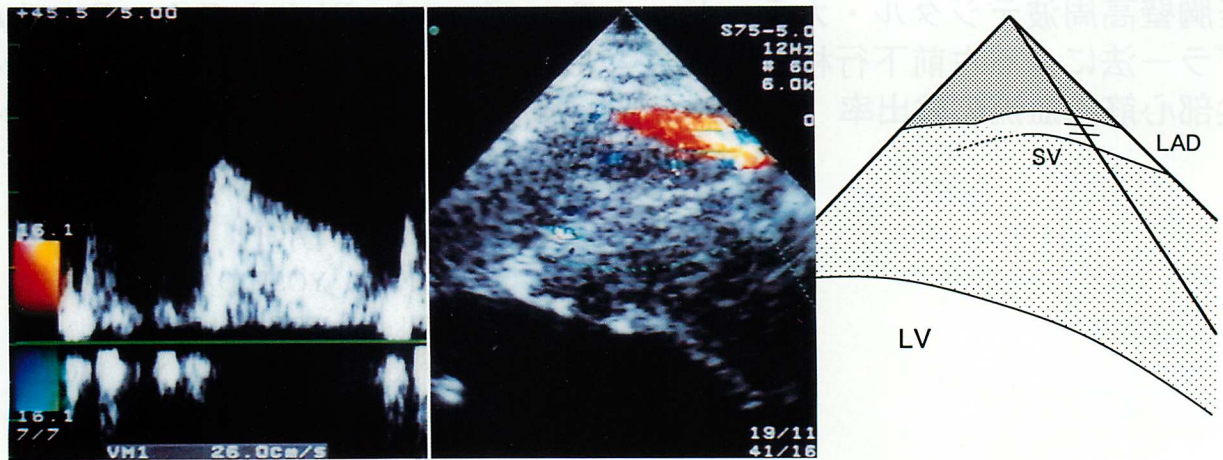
Doppler spectral trace showing the distal left anterior descending coronary blood flow velocity pattern
